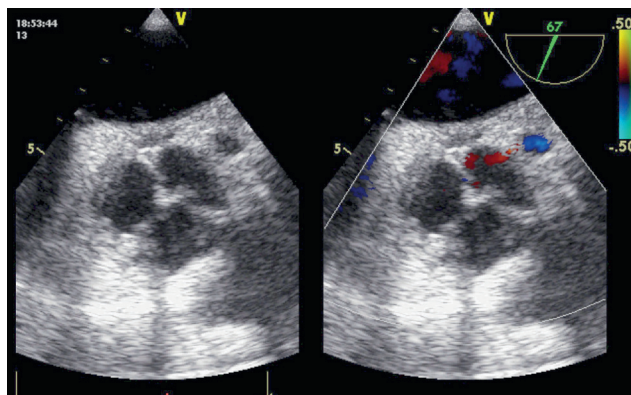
Интраоперационная эхокардиография – отсутствие регургитации на реконструированном аортальном клапане
